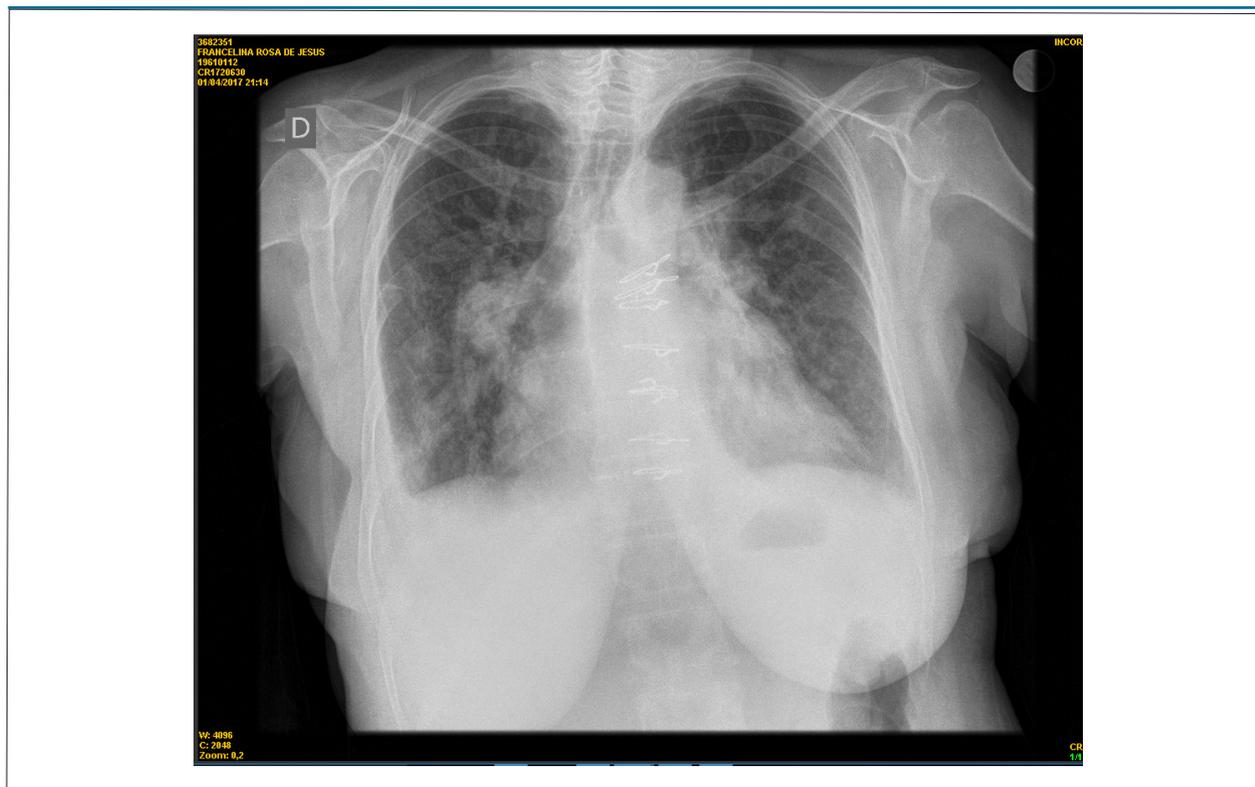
Radiografia de tórax – condensações para-hilares direitas e borda cardíaca direita, sinais de congestão pulmonar e cardiomegalia.
